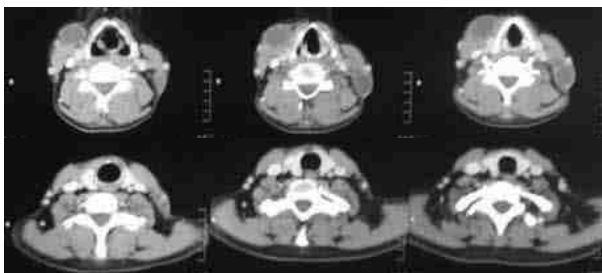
Tomografía espiral multicorte de cuello con contraste: probables adenomegalias en la región infrahiodea.
